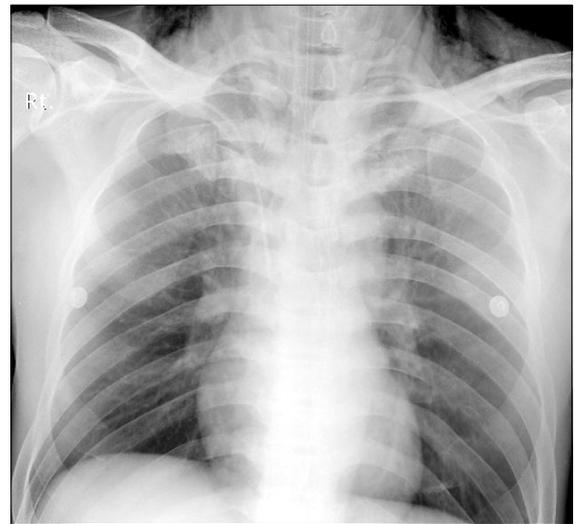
Preoperative chest X-ray after tracheal intubation shows subcutaneous emphysema on both neck.
